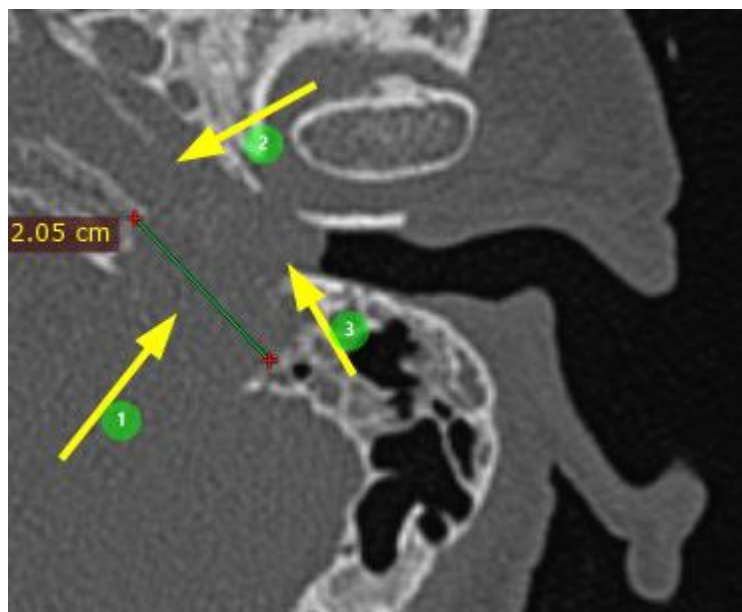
КТ височных костей в аксиальной проекции: 1) дефект пирамиды левой височной кости; 2) деструкция стенок внутренней сонной артерии; 3) полость деструкции с неровными контурами, заполнена патологическим мягкотканым компонентом, патологический субстрат субтотально заполняет барабанную полость.
